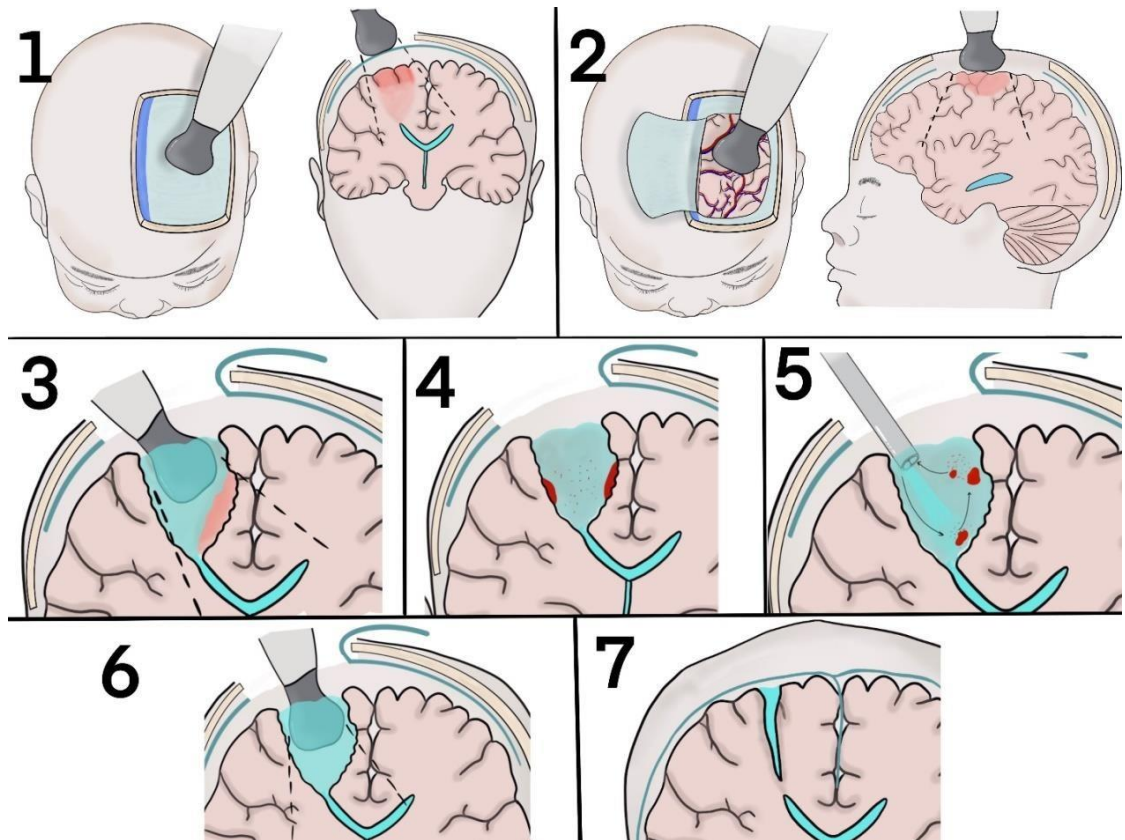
Этапы использования иУЗИ при удалении ФКД: 1 — выполнение иУЗИ через ТМО в двух взаимно перпендикулярных плоскостях с целью определения локализации ФКД (трансдуральная иУЗИ); 2 — повторное контрольное выполнение иУЗИ непосредственно с коры ГМ в двух взаимно перпендикулярных плоскостях; 3 — визуализация остаточной части ФКД во время удаления; 4, 5 — гемостаз, вымывание сгустков крови; 6 — контрольное иУЗИ; 7 — послеоперационное МРТ.
